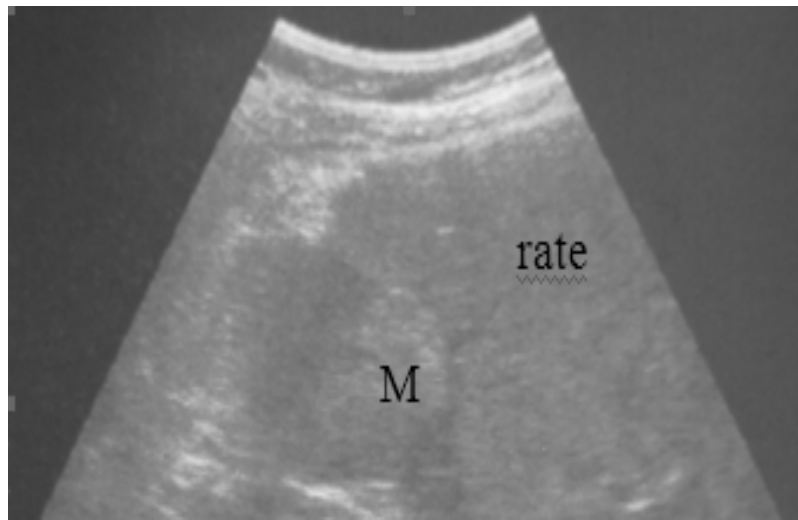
masse surrénalienne gauche découverte à l'échographie
